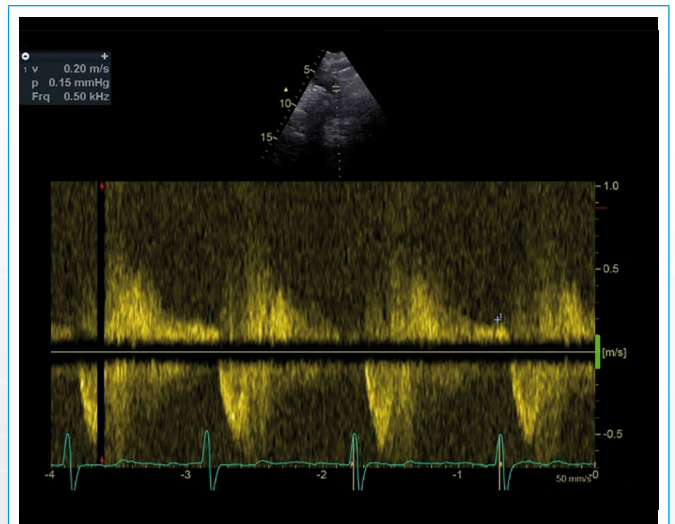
Espectro del Doppler pulsado a nivel de aorta descendente, donde se evidencia reflujo holodiastólico por insuficiencia aórtica significativa
